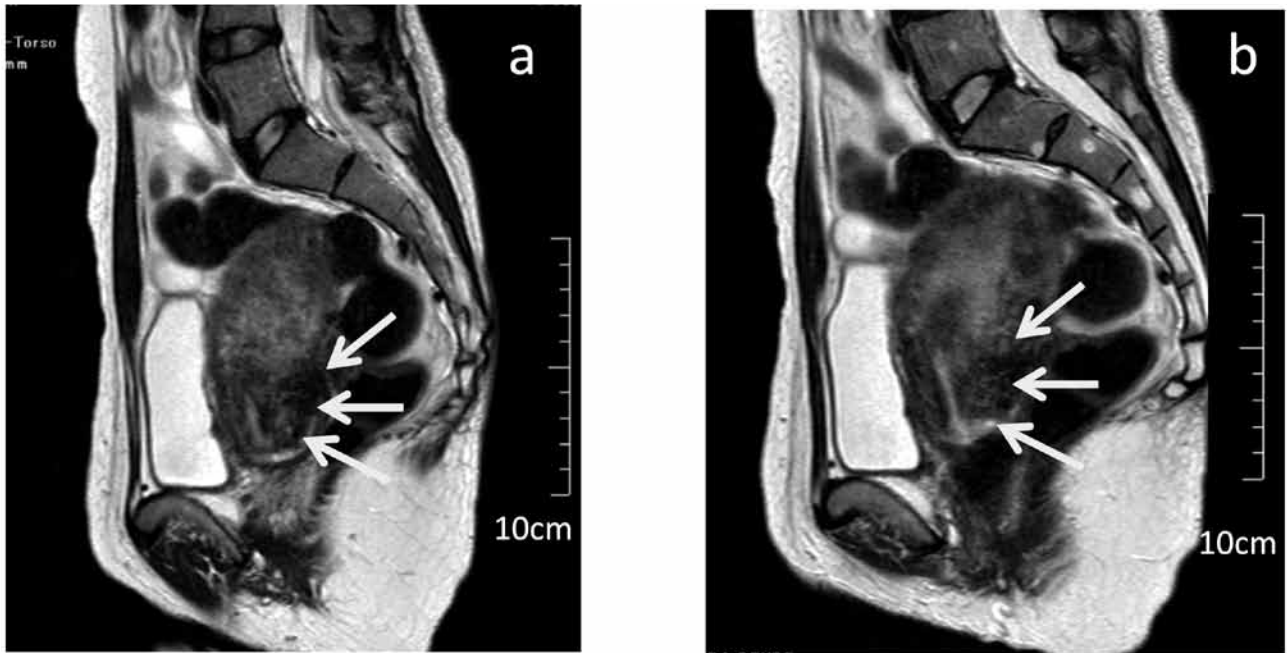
骨盤部MRI検査 (a, T1強調画像造影 b, T2強調画像)
